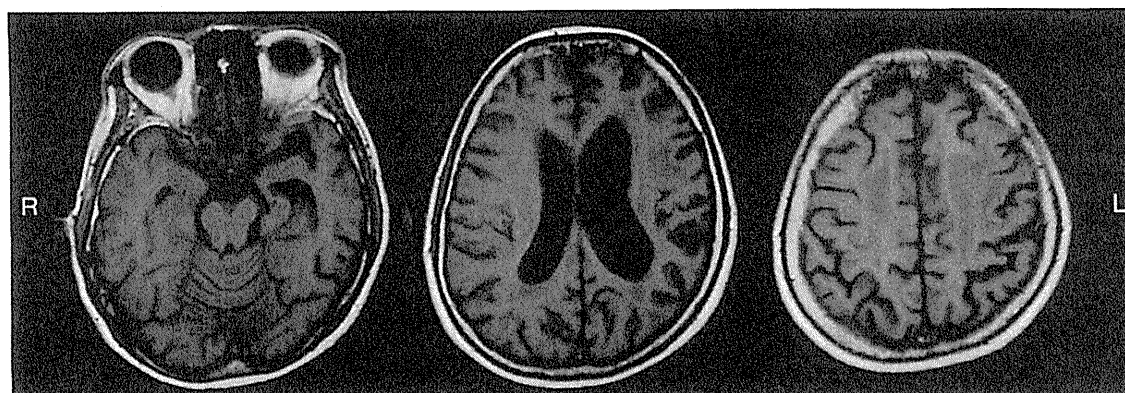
大脳皮質基底核症候群 (CBS) の MRI
